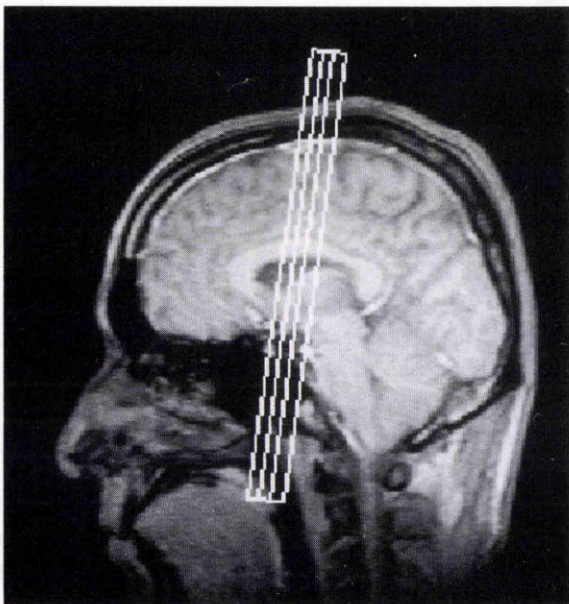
Magnetic resonance imaging のスライス面の選択。
